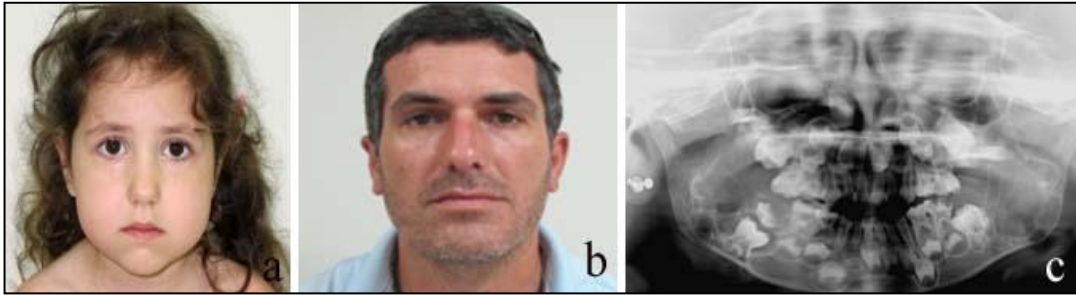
CHE2 ailesindeki etkilenmiş olgunun (IV-1) yüz görünümü. a, belirgin maksilla. b, VI-1'in BT röntgen görüntüsü, maksillada boşluklu, multikistik görünüm
